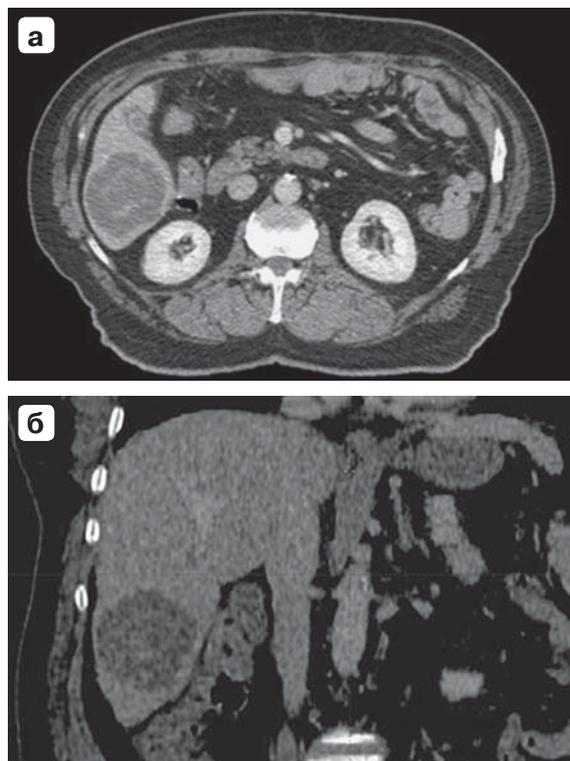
Компьютерная томограмма. Метастаз в 6-м сегменте печени до проведения курса стереотаксической радиотерапии: а – аксиальная проекция; б – фронтальная проекция.
